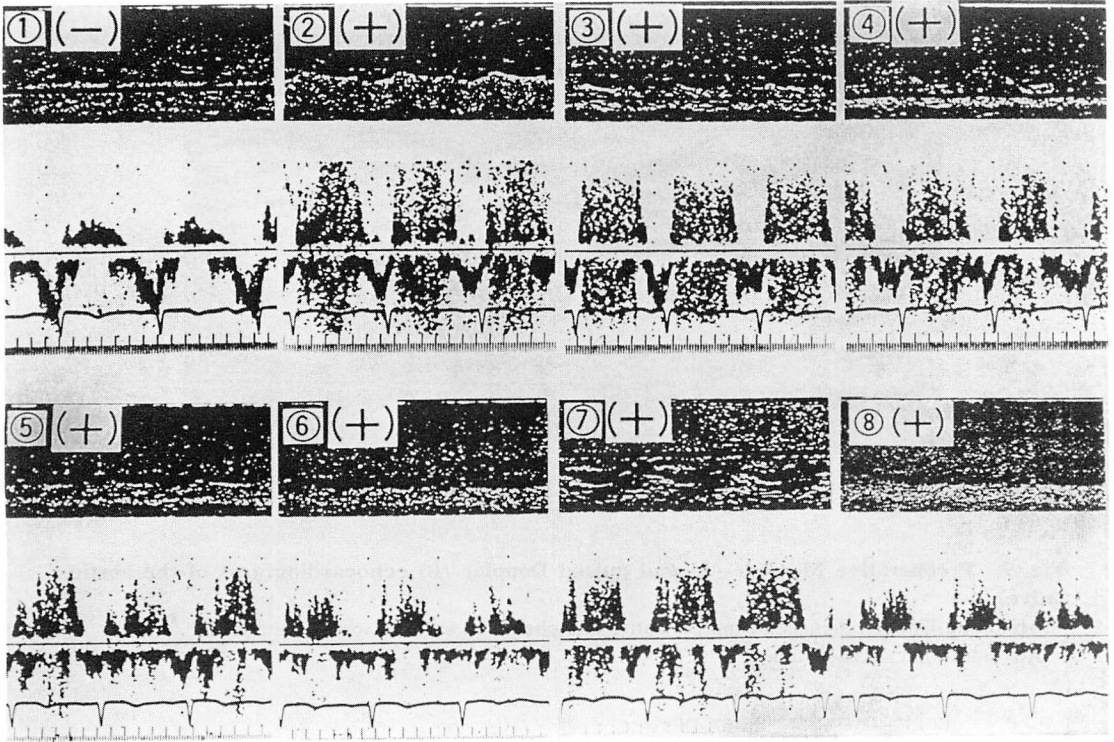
Intraoperative pulsed Doppler echocardiograms with direct application of the transducer over the right atrium when the 8 sample volumes are situated as in Fig. 2 after pericardiotomy and before cannulation of the heart.
